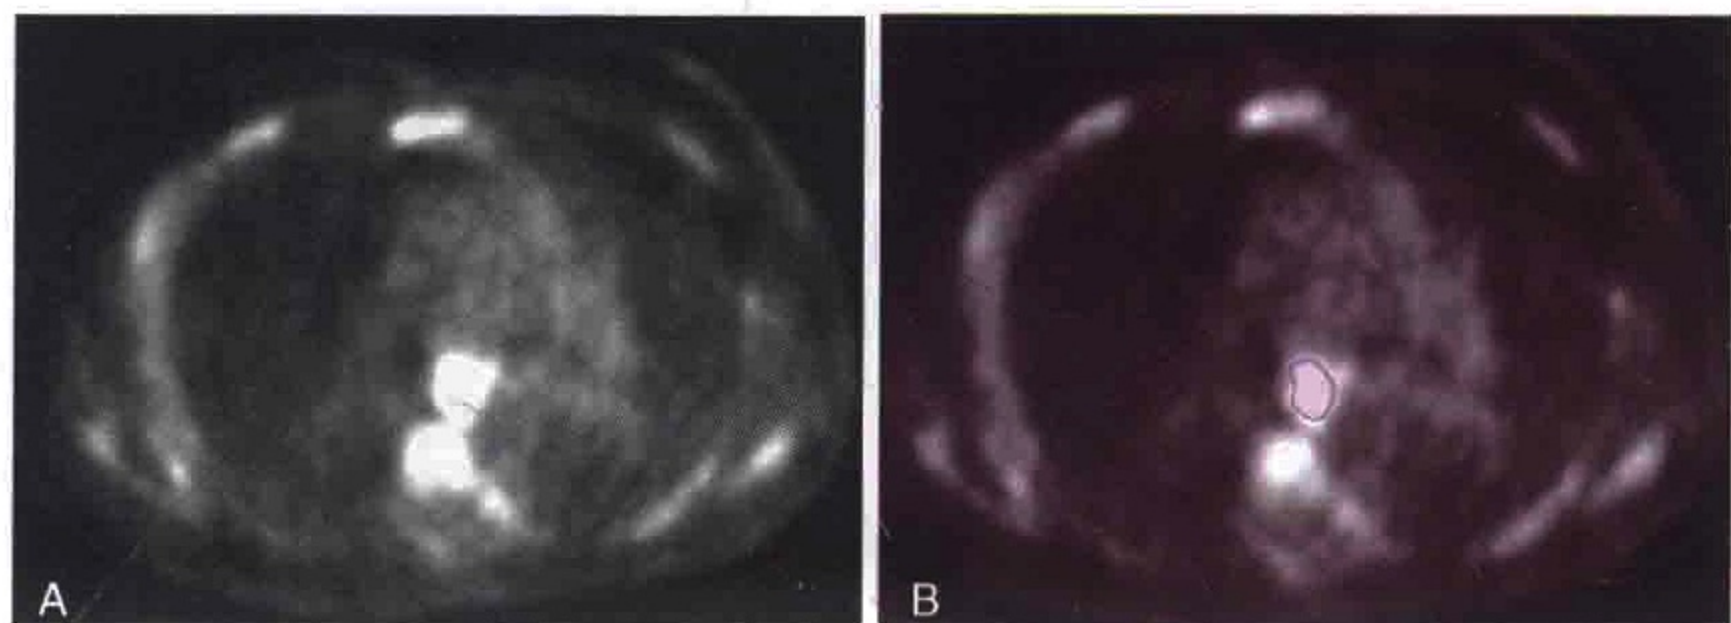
胸部横轴位 PET 扫描显示淋巴瘤患者纵隔淋巴结 FDG 摄取增高 (紫色)
